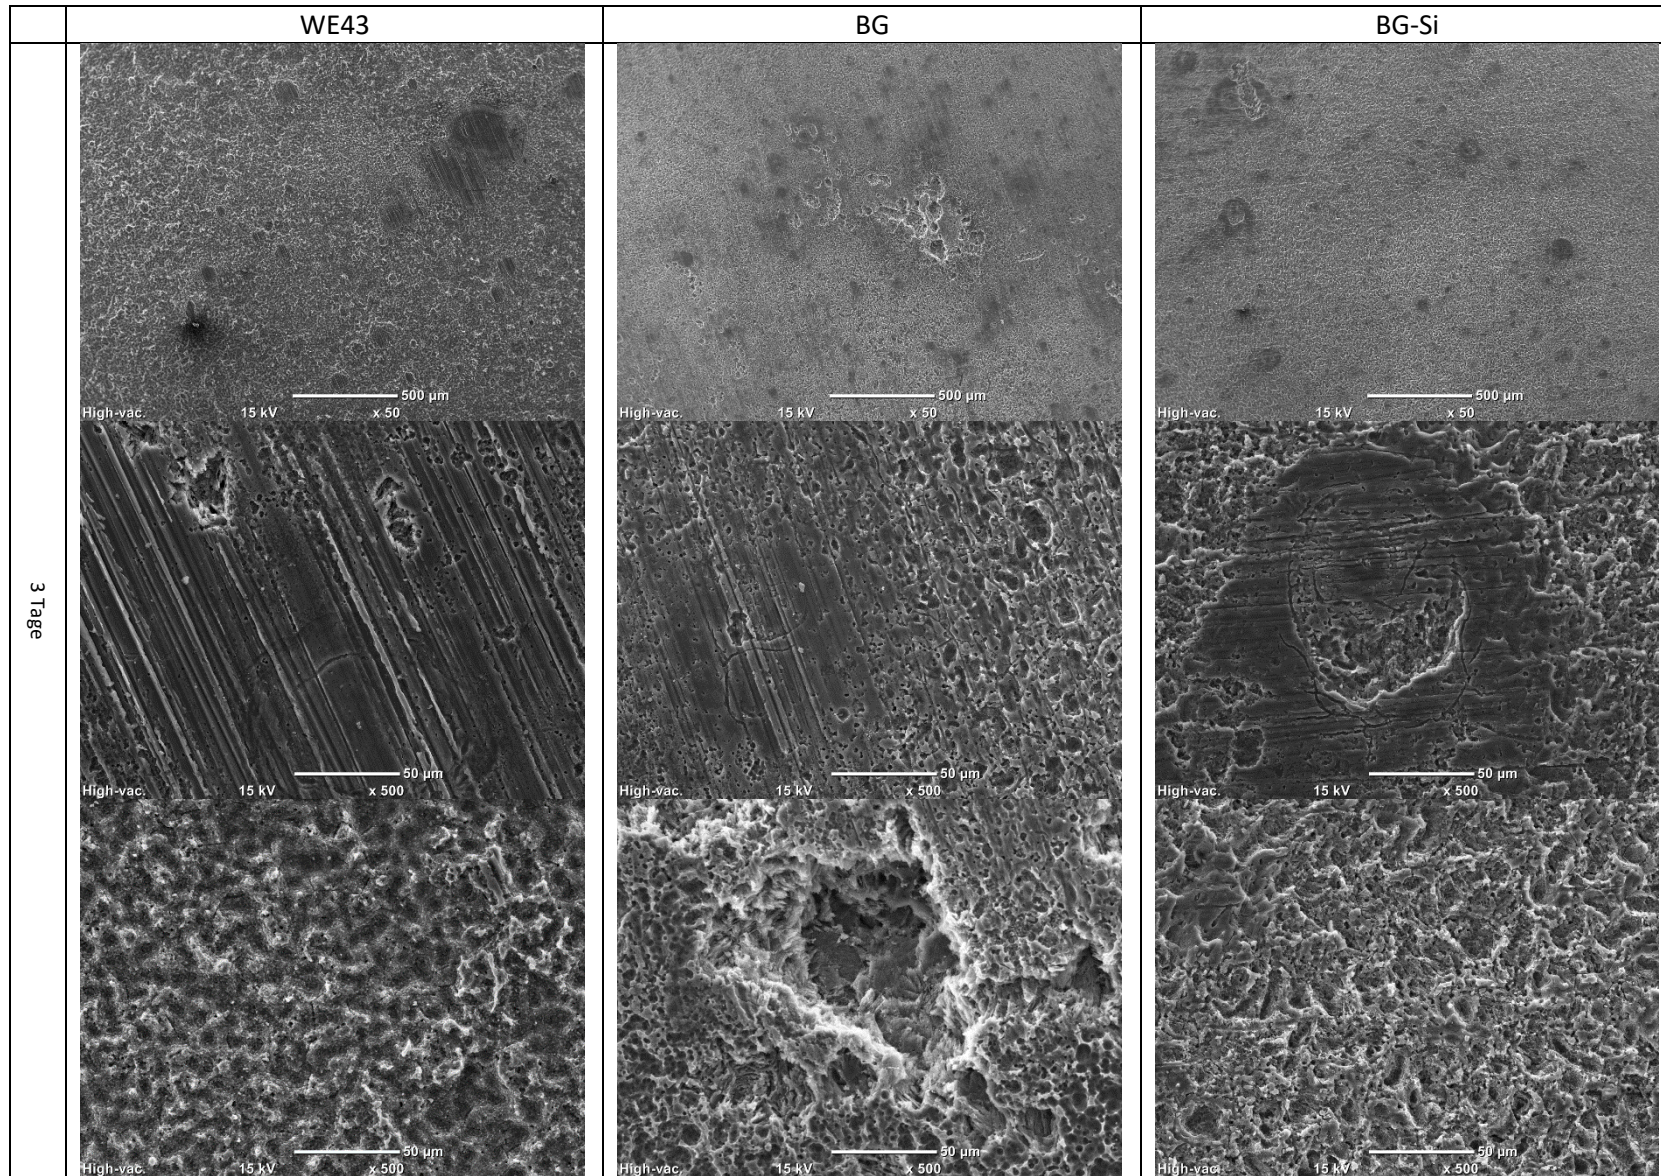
Rasterelektronenmikroskopische Aufnahmen von WE43, RM-F, BG und BG-Si nach einer 3 und 28 tägigen intramuskulären Implantation. Eine Übersichtsaufnahme (50x) mit zwei Detailaufnahmen (500x) sind gezeigt.
